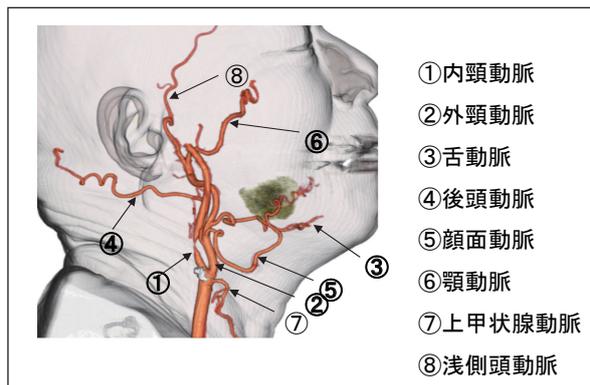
3D-CT angiographyにより動脈の評価を行う。このCTでは内頸動脈に狭窄が認められたため脳神経外科でステントを挿入した後に動注カテを留置した。
